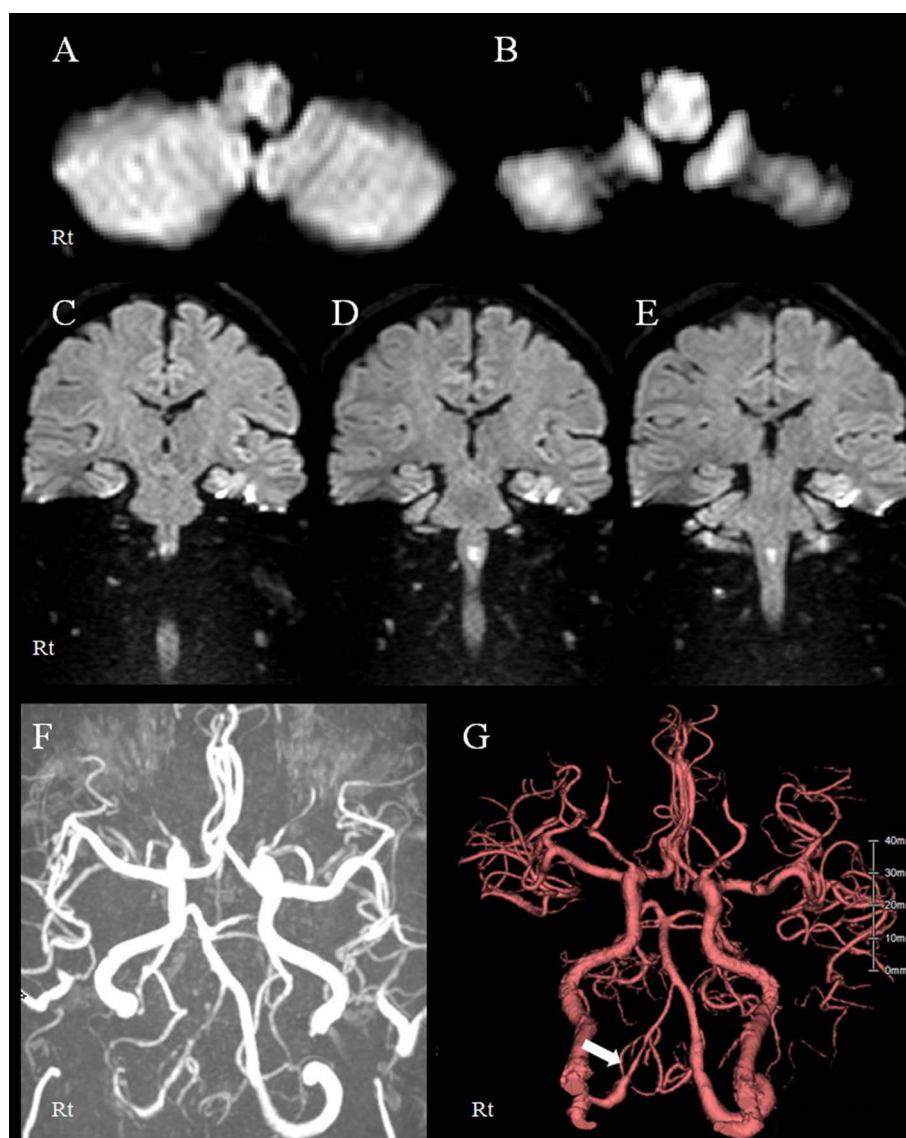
Findings of initial brain magnetic resonance imaging (MRI), angiography (MRA) and three dimensional CT angiography tomographic angiography (3D-CTA).
